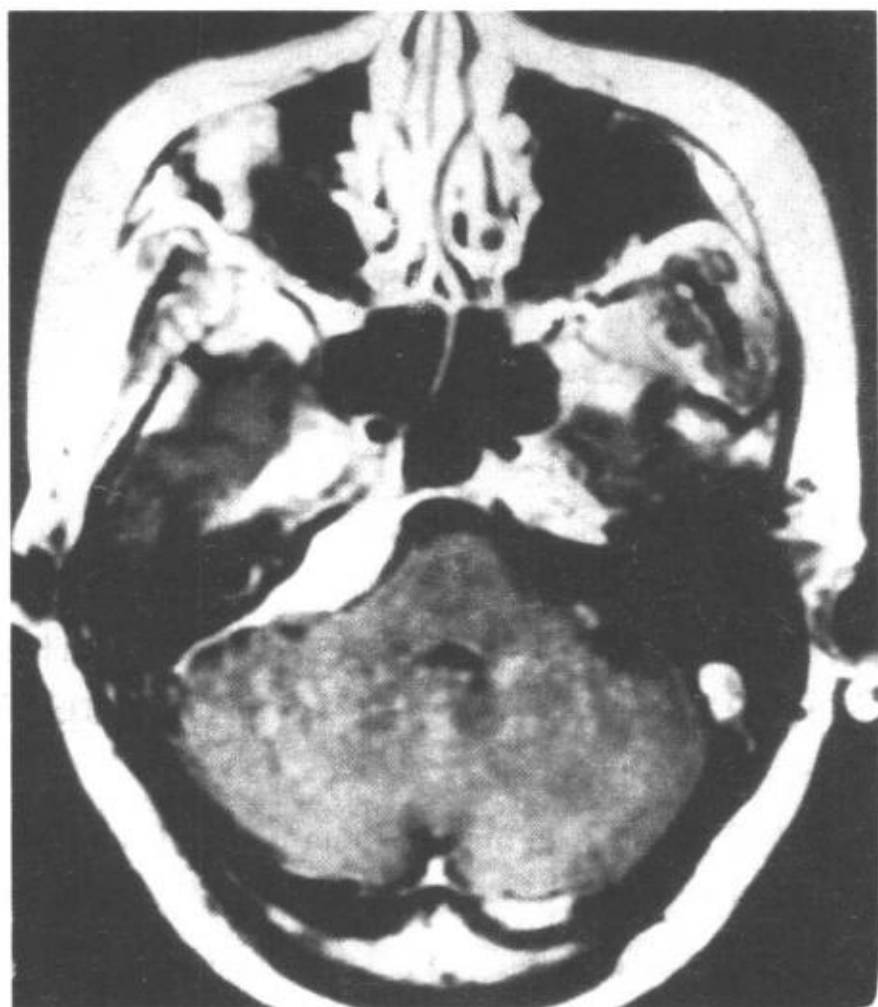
C-P 角脑膜瘤的 MRI 增强特征
